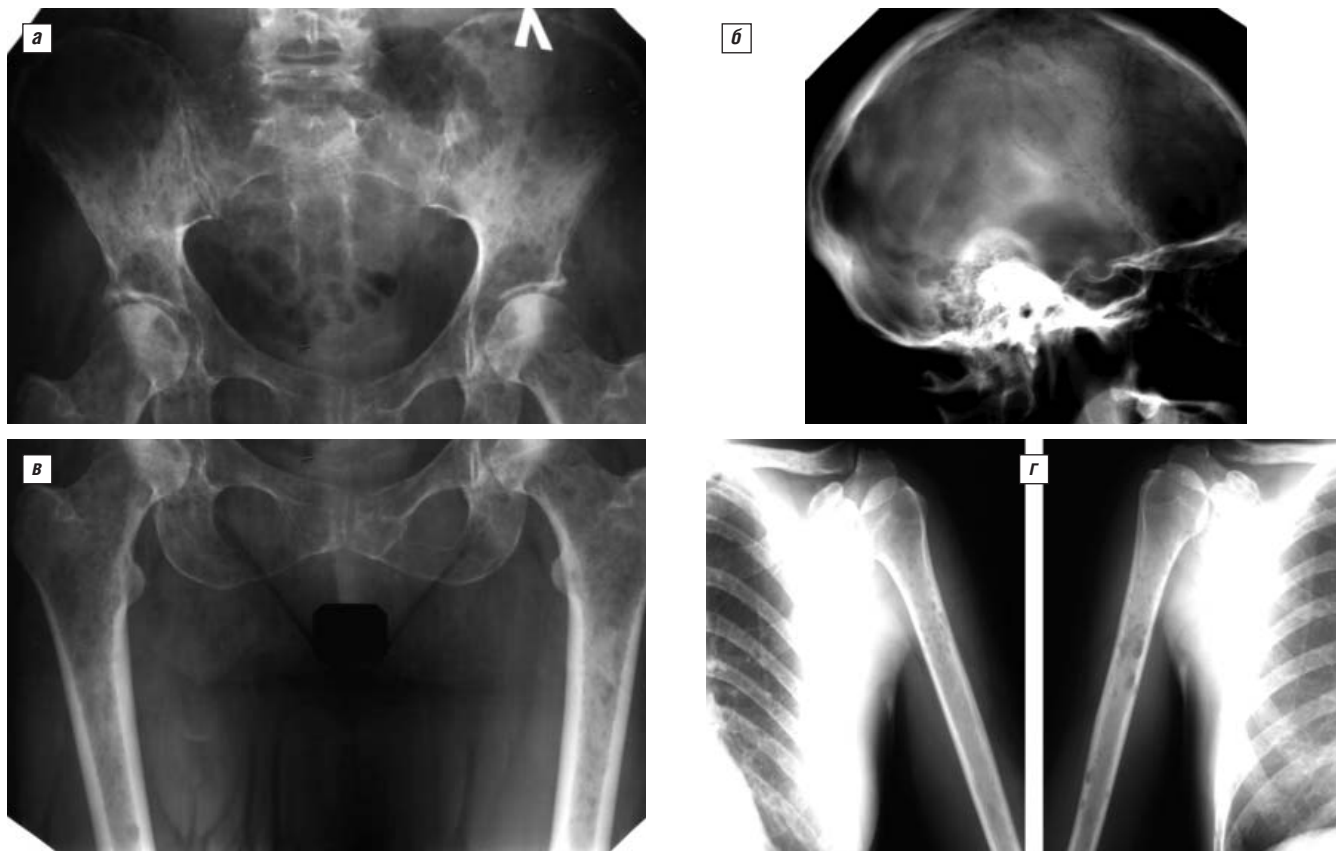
Рентгенограммы больной Д. от января 2008 г.: таза (а), черепа (б), бедренных (в) и плечевых (г) костей
